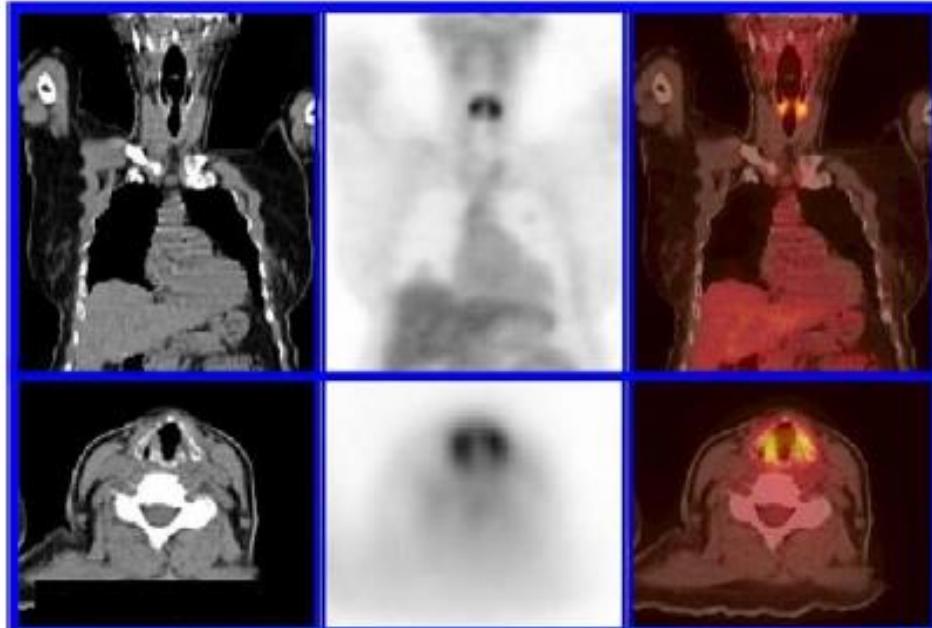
FDG uptake in the vocal cords of a patient who had been speaking before and after radiotracer administration.
